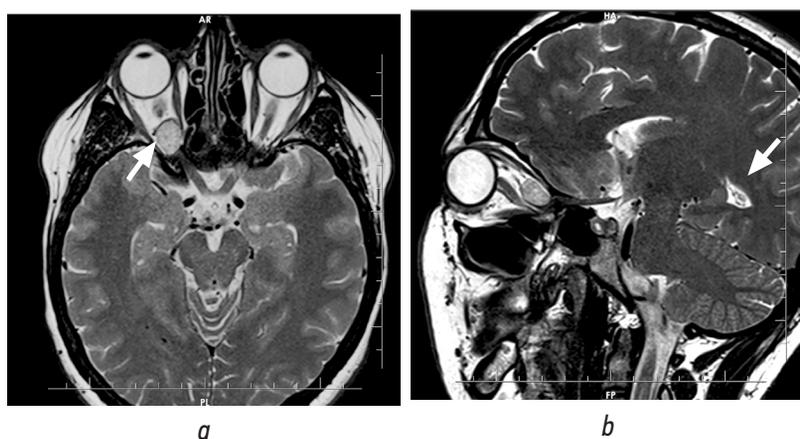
Магнитно-резонансная томография. Кавернозная венозная мальформация орбиты, распространяющаяся в полость черепа через верхнюю глазничную щель и зрительный канал: *a* — аксиальная проекция, режим T2; *b* — сагиттальная проекция, режим T2
